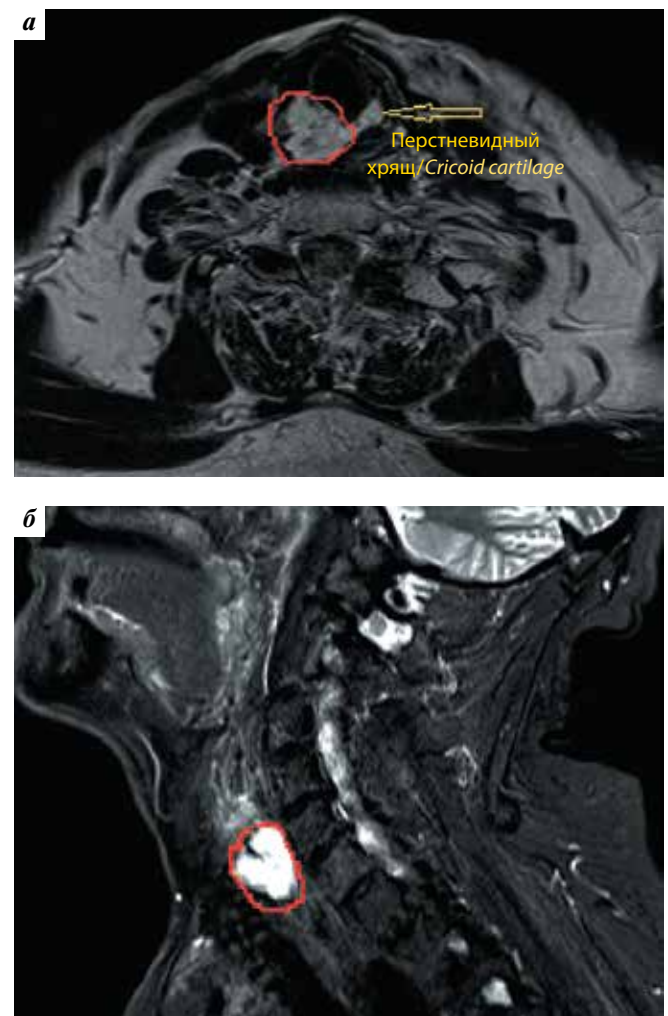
Магнитно-резонансная томография мягких тканей шеи (21.03.2016) в T2-режиме. Узловое новообразование диаметром 27 мм с экзофитным компонентом (красный контур): а — аксиальная проекция; б — сагиттальная проекция
